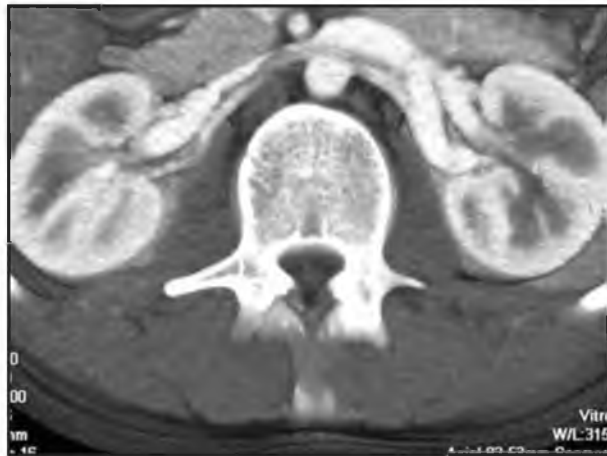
МСКТ-ангиография. Больной С. Варикоцеле слева. Рецидив. Аксиальный срез – определяется дилатация ЛПВ перед входением вены в аортомезентериальный сегмент. Выраженная экстравазальная компрессия ЛПВ в аортомезентериальном сегменте.
